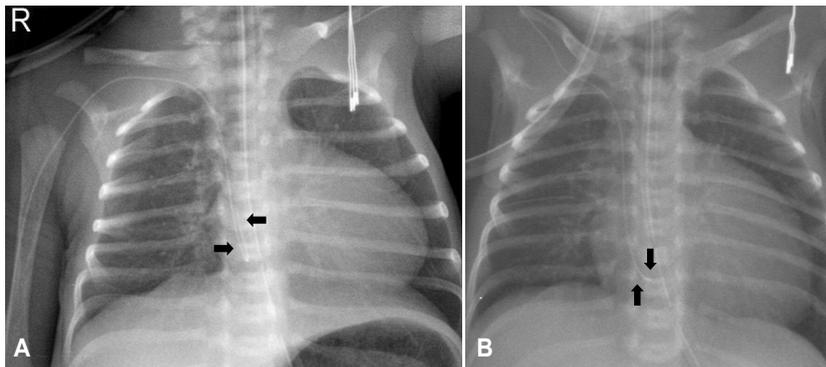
Chest X-ray showing the PICC tip positions. (A) Partly looped catheter tip (arrows) located in the right atrium, and (B) distal part of catheter (arrows) is still placed in the right atrium. Abbreviation: PICC, peripherally inserted central venous catheter.
